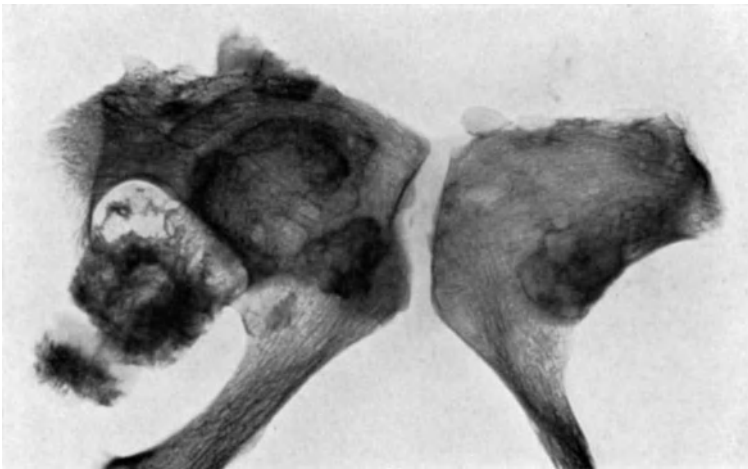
Dasselbe wie Abb. 74. Kartilaginäre Exostosen im Bereiche einer Beckensymphyse. Röntgenbild. Lagerung entsprechend Abb. 74.
